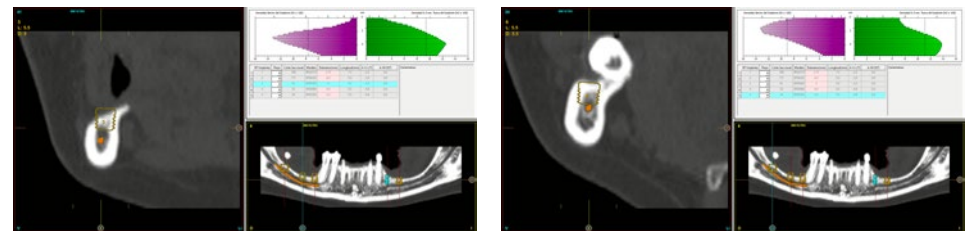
Imagem radiológica inicial da paciente, na qual se observa uma atrofia acentuada em altura nas zonas edêntulas mandibulares, já evidente nesta radiografia.
